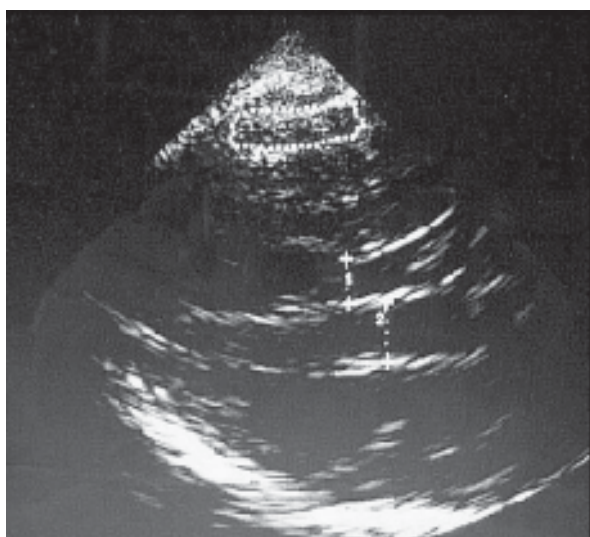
НСГ и КТ головного мозга больной Д. определяется субдуральная гематома (выделена кругом), смещение срединных структур.
